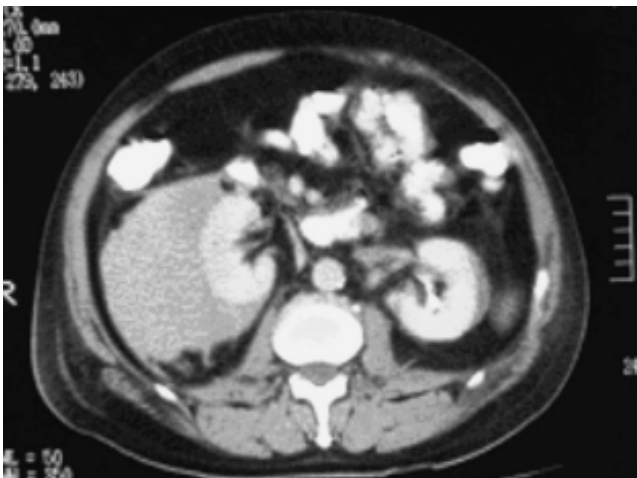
TC Carcinoma renal + hematoma.
